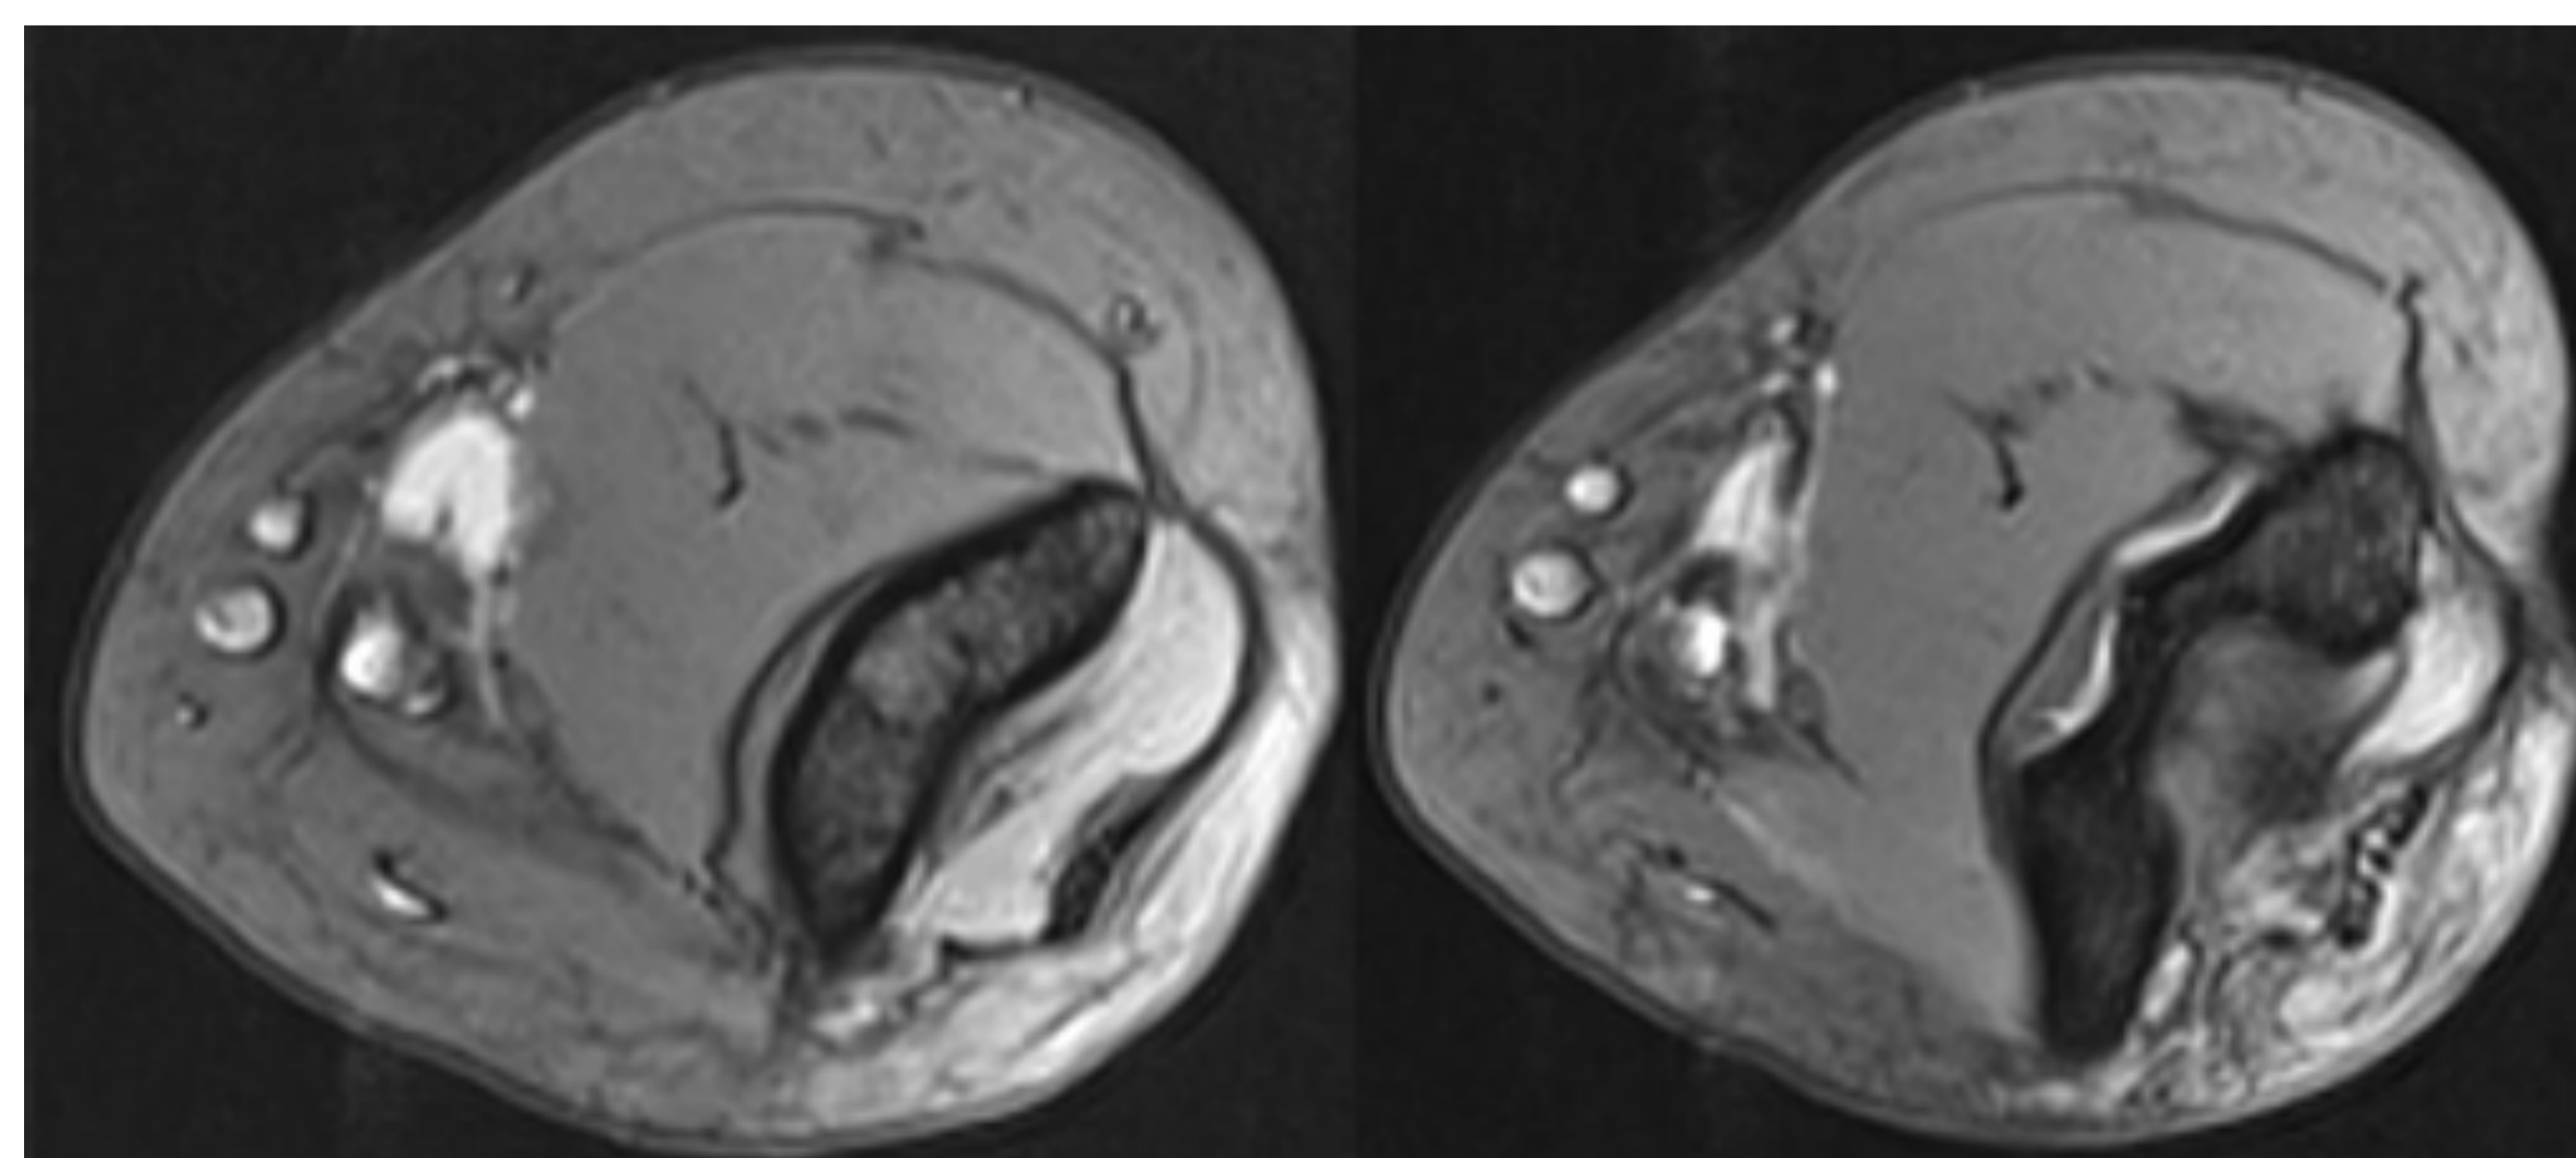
RM de codo en plano axial, secuencias de Gradiente. Se observa alteración de señal en la unión miotendinosa de del Biceps, con líquido adyacente, compatible con rotura del bíceps en la unión miotendinosa.
